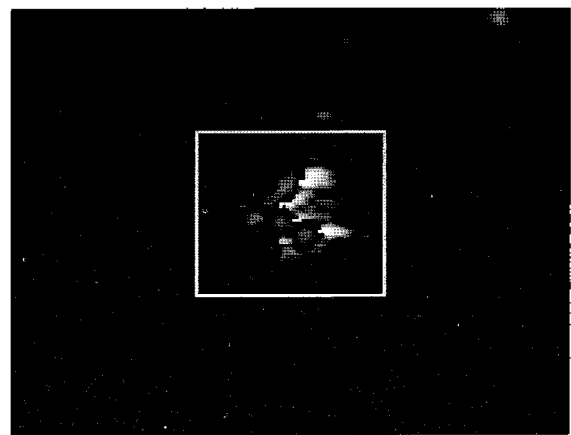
탄산칼슘이 주입된 젤라틴 팬텀에 대한 7.5 MHz B-모드 초음파 영상
